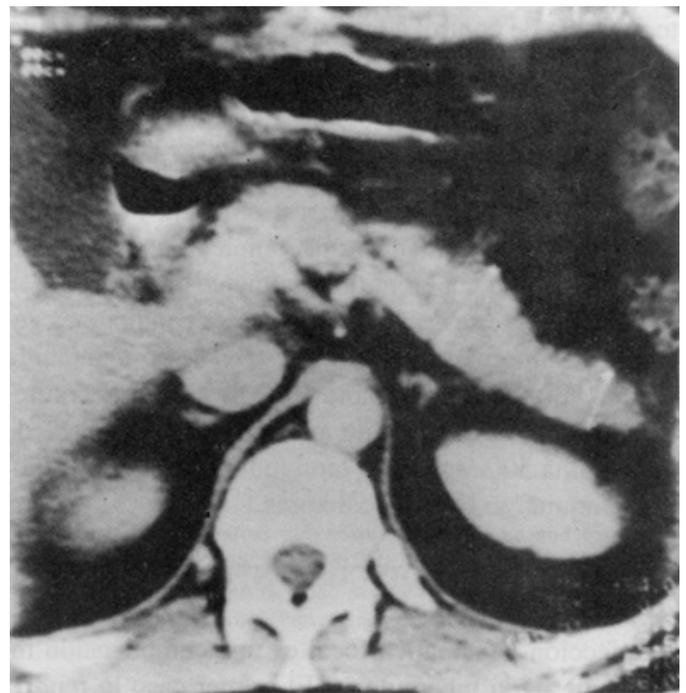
Tomografía computada de abdomen seis semanas después.
